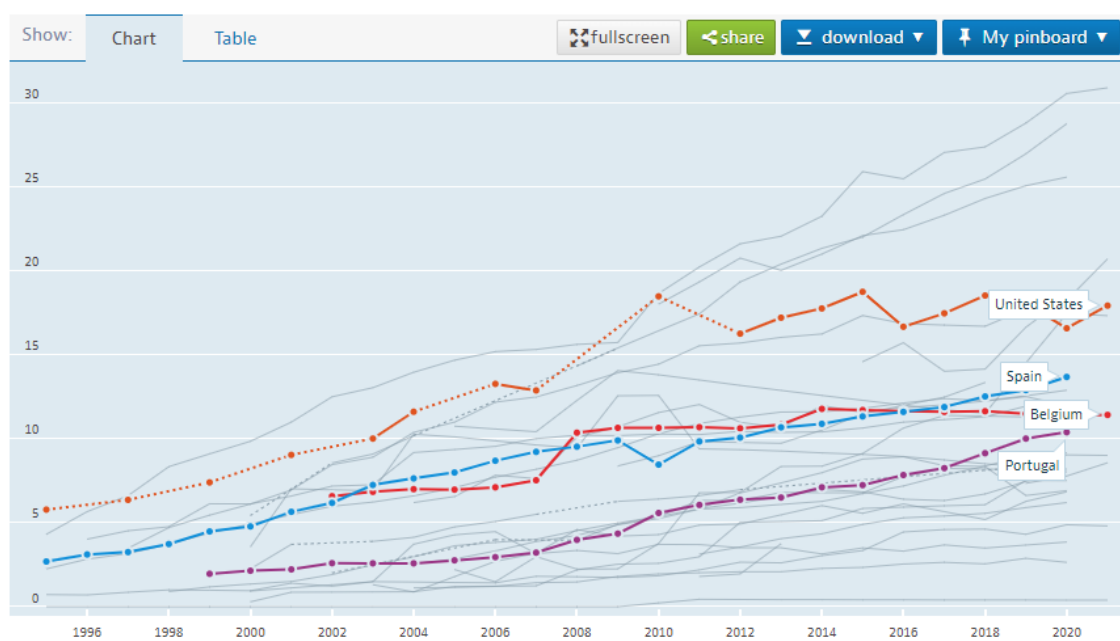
Evolução de aquisição de máquinas de Ressonância Magnética (Dados disponibilizados pela OECD em <https://data.oecd.org>).
